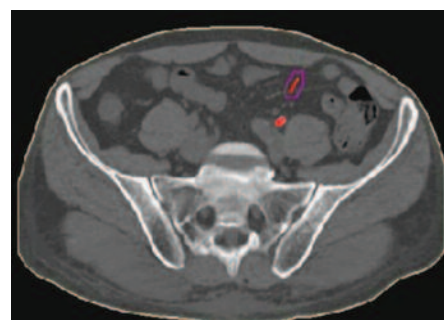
Трассировка пути доступа через срезы томограммы
